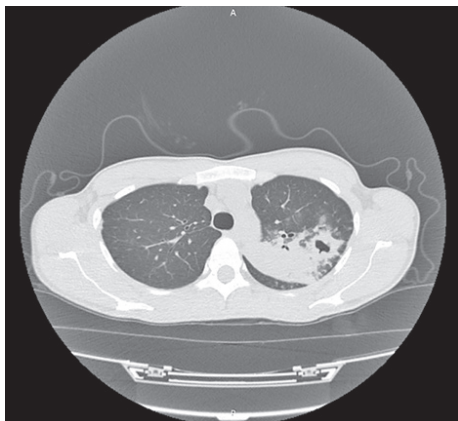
На КТ ОГК – масивна інфільтрація верхньої частки лівої легені з деструкцією та відсівом
